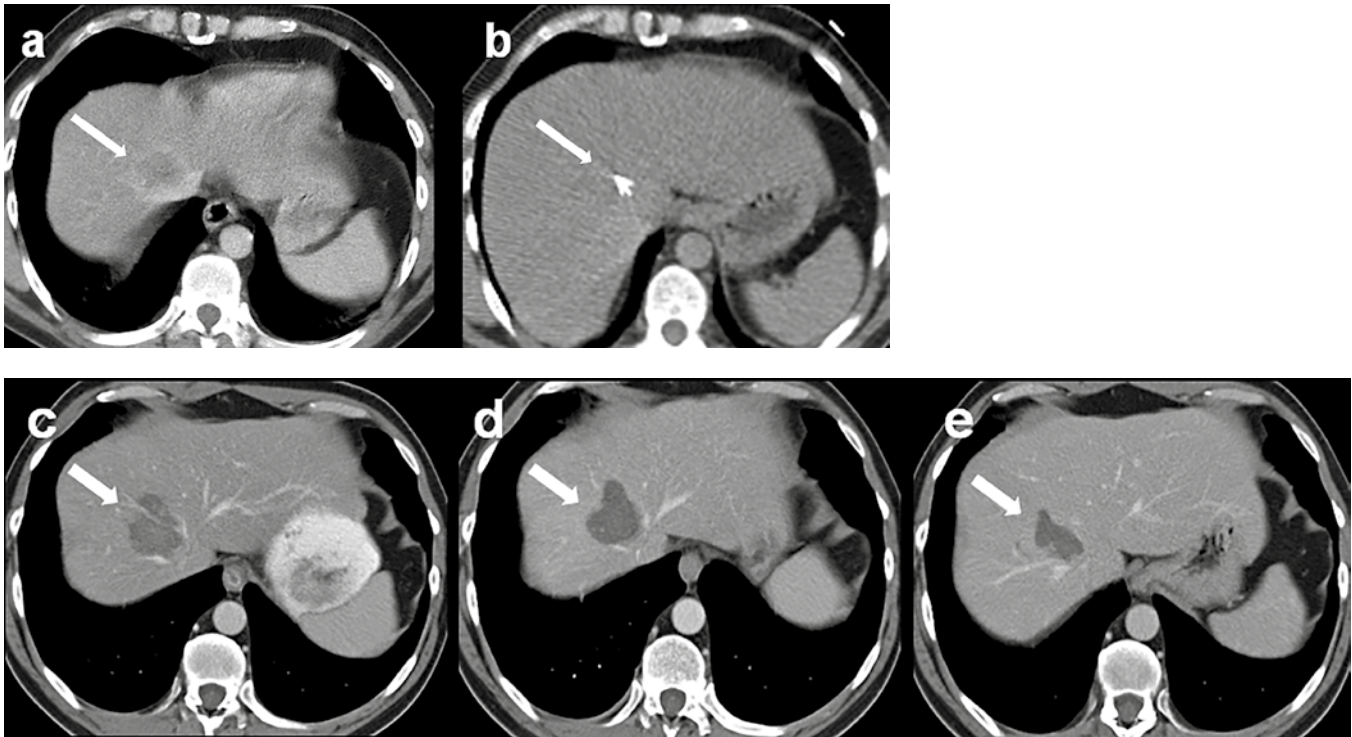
RF-Ablation einer singulären (einzeln) Lebermetastase (a). Unter CT-fluoroskopischer Kontrolle wird die RF-Schirmelektrode im Tumor platziert und entfaltet (b). Das RF-Ablationsareal kommt in der CT-Kontrolle in portalvenöser Phase nach 3 Monaten etwas dunkler (hypodens) als das benachbarte Lebergewebe und scharf berandet im Sinne einer kompletten Ablation zur Darstellung (c). Es zeigt in den folgenden CT-Kontrollen nach 6 (d) und 9 Monaten (e) eine zunehmende narbige Schrumpfung.
